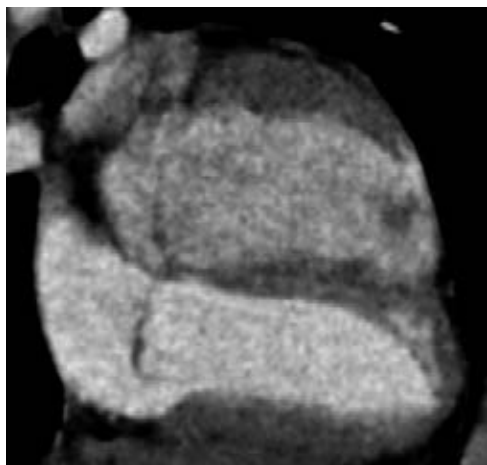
Angiotomografía, donde observamos conexión AV concordante. VD en la parte anterosuperior y VI en la parte posteroinferior.
